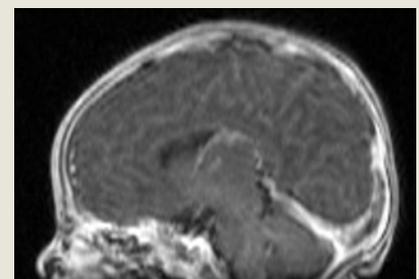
MRT am 8. Lebenstag, Sinusvenenthrombose ohne Blutung.
